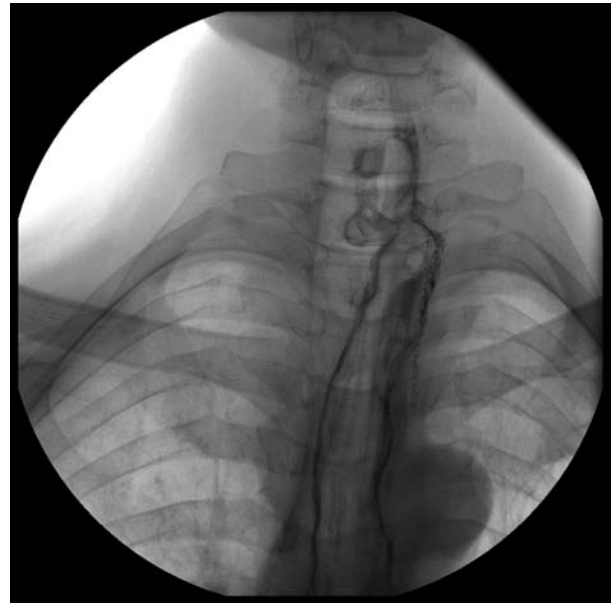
Рентгенограмма. Эзофагопластика выполнена желудочной трубкой. Сужение эзофагогастроанастомоза.
